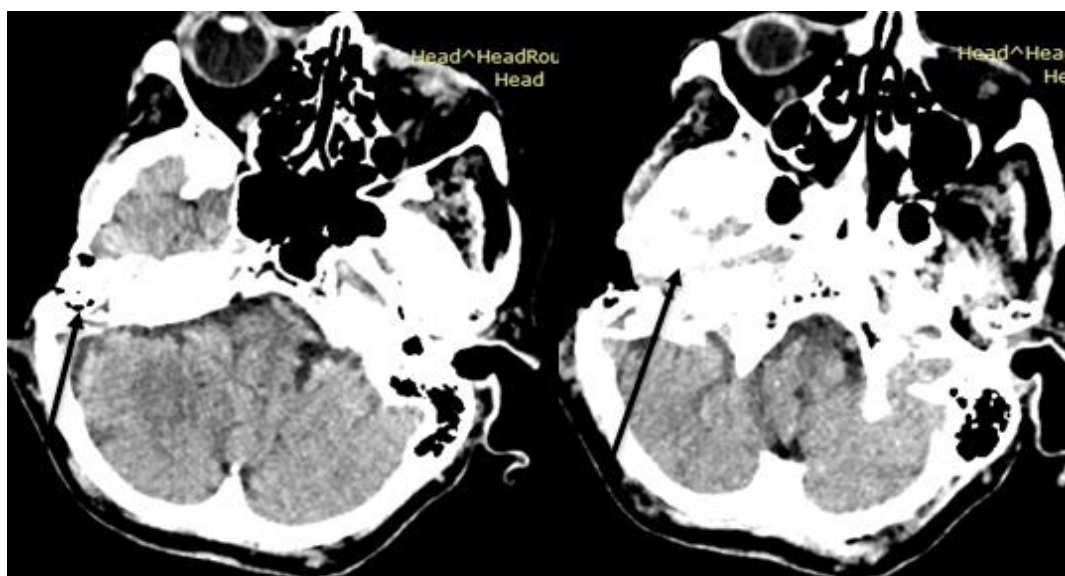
Больная Л., 73 года, и/б № 9479/С2017 (наблюдение №18). МСКТ головного мозга до операции; стрелка указывает на опухоль (базальноклеточная карцинома), разрушающую кости латерального отдела основания черепа
